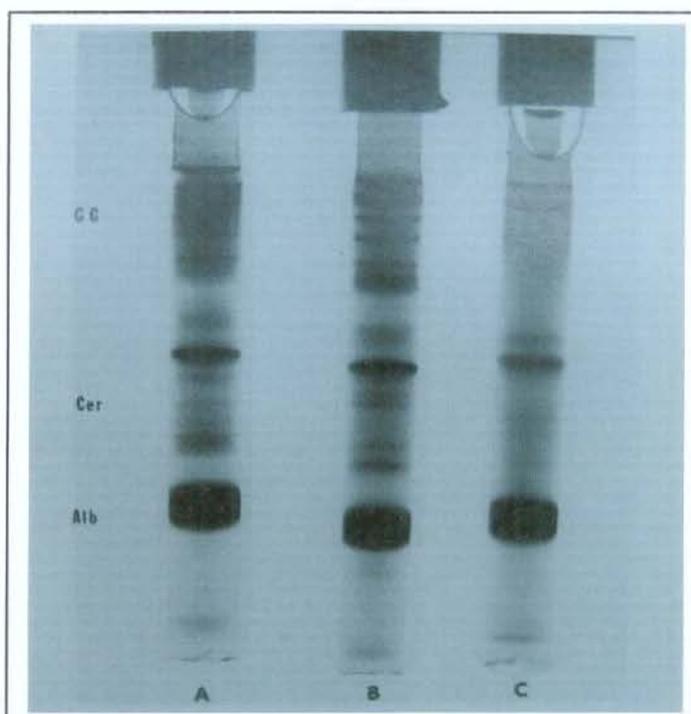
Padrão eletroforético do gel de Poliacrilamida no caso 4; cisto periapical. *A*, plasma da ponta dos dedos. *B*, plasma periapical. *C*, fluido do canal radicular. *Alb*, albumina. *Cer*, região da ceruloplasmina. *GG*, região da gama globulinas.
